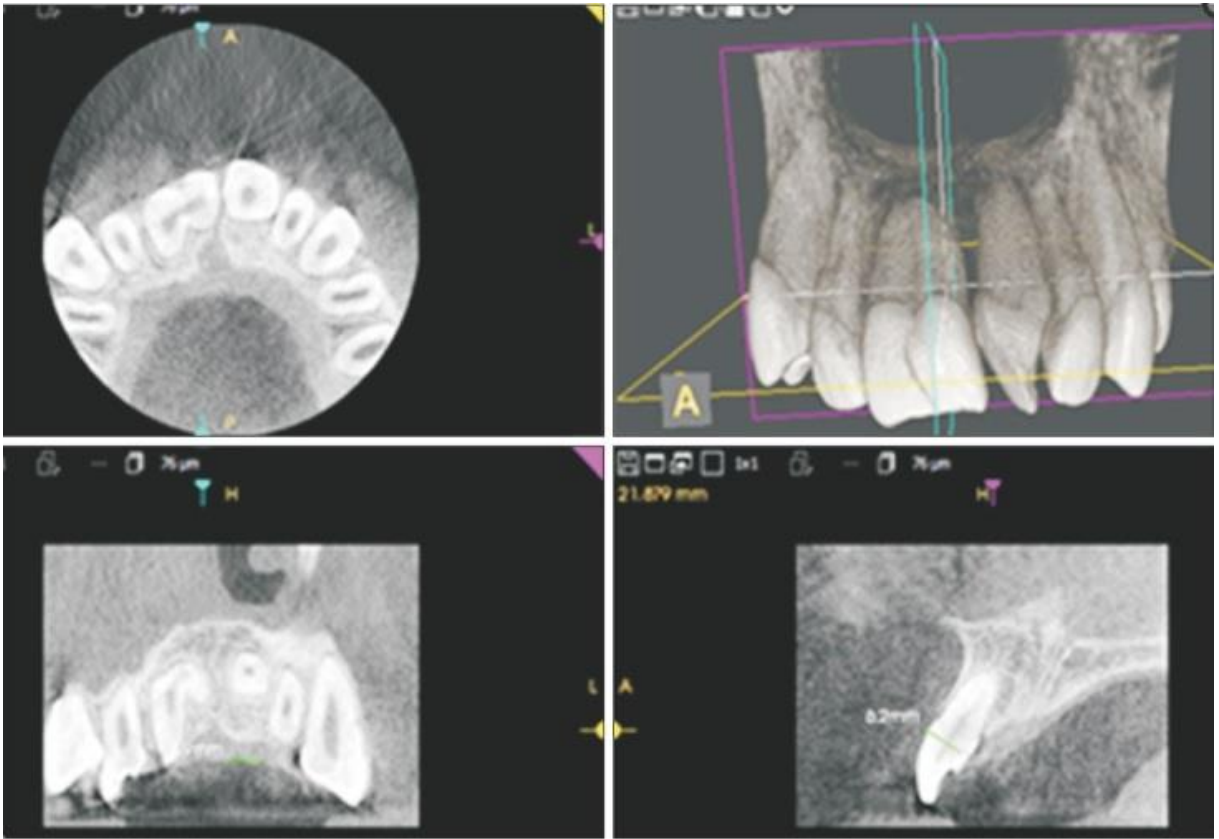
incisives centrales maxillaires fusionnées : CBCT pré-traitement [12].
